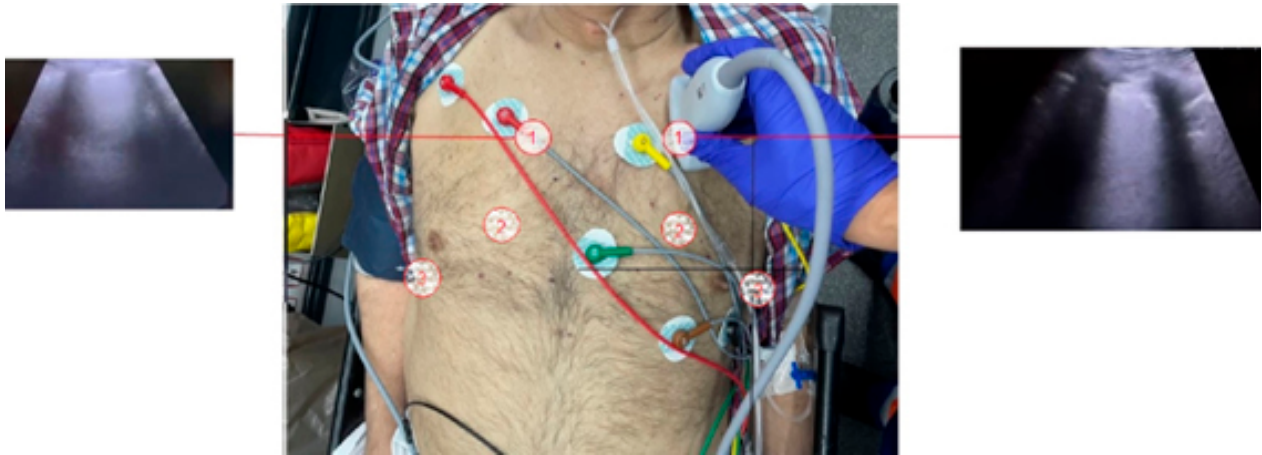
Protocolo BLUE. Ecografía clínica pulmonar con imagen de consolidación en plano anterosuperior izquierdo.
